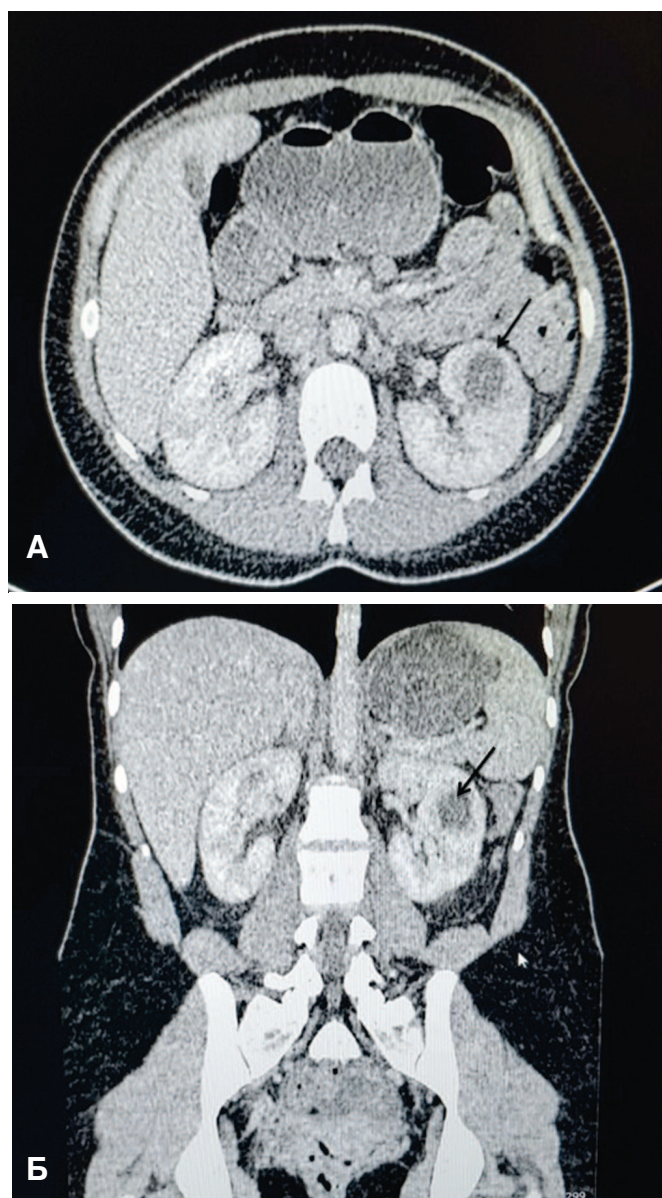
2А,В. МСКТ брюшной полости с контрастированием больной 21 год
